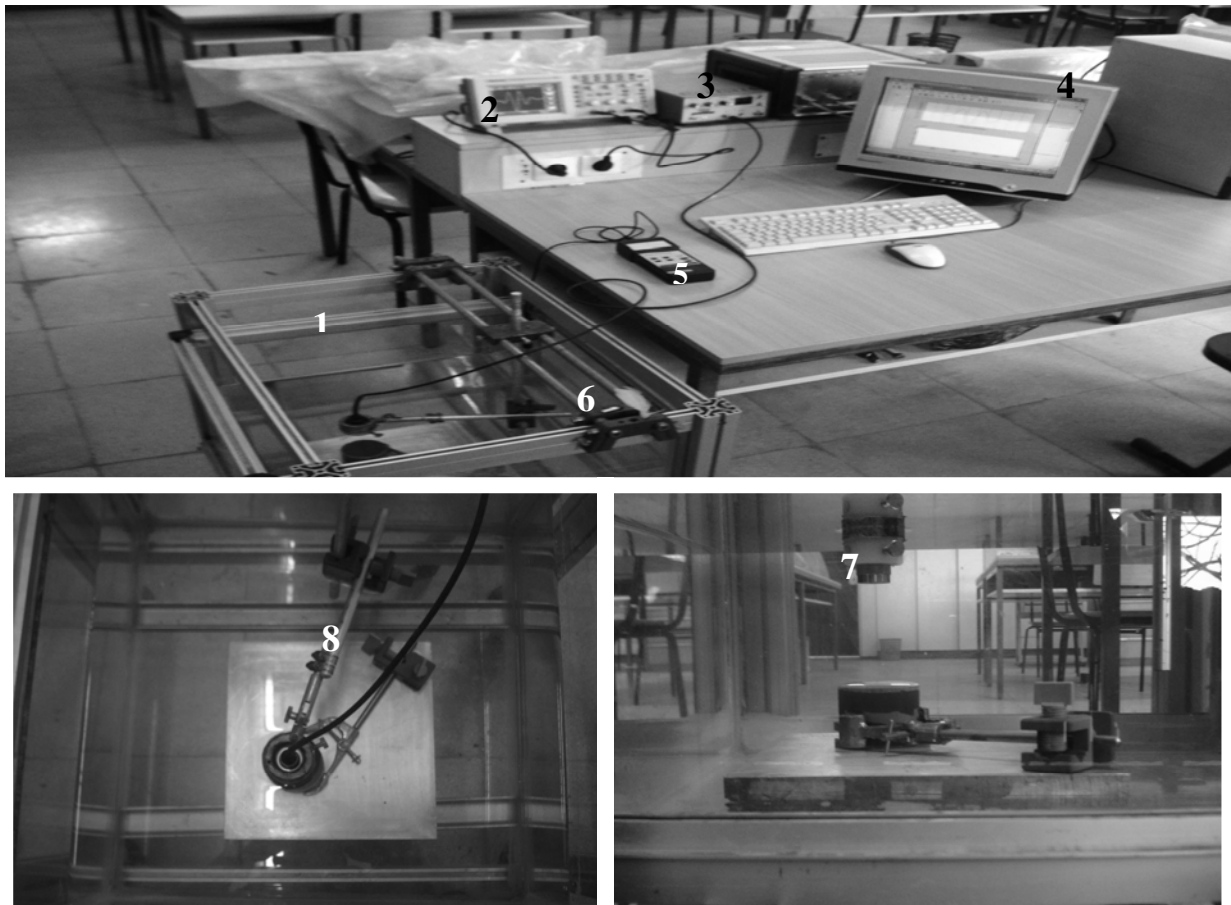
Photographies du montage expérimental. 1 - cuve, 2 - oscilloscope numérique, 3 - émetteur et récepteur à ultrasons, 4 - micro-ordinateur, 5 - thermomètre électronique, 6 - rails, 7 - transducteur, 8 - porte transducteur.
